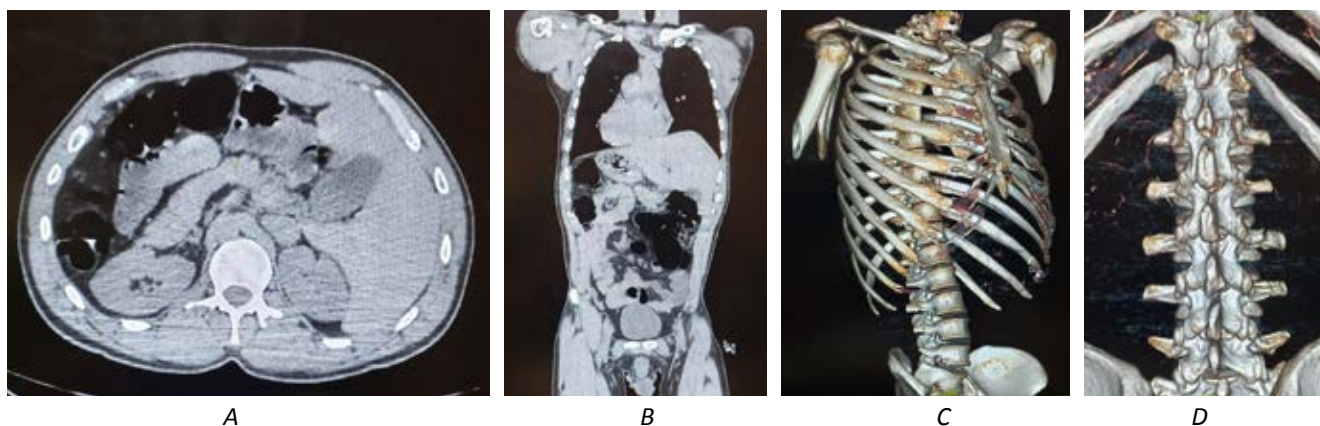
CT scan data of the chest organs upon admission of the injured: congenital malformation in the form of a complete mirror image arrangement of internal organs, fracture of the X rib on the left, fracture of the L3–4 lumbar processes on the right: A – axial projection; B – coronal projection; C, D – 3D modeling
